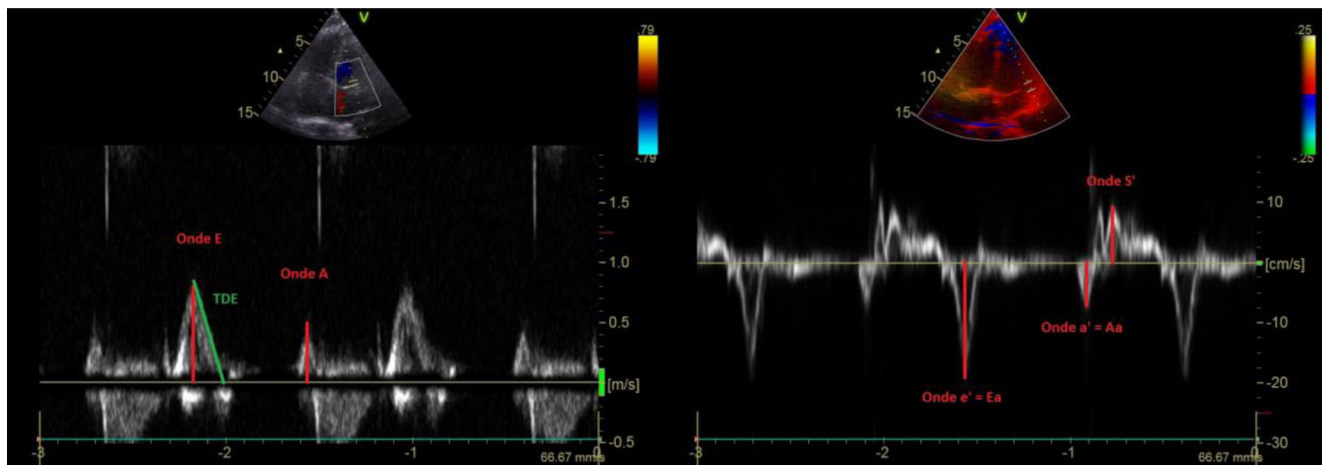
(*gauche*) Doppler pulsé de la valve mitrale montrant les pics de vitesses pendant la phase précoce de la diastole (E) et la contraction auriculaire (A), temps de décélération de l'onde E (ou TDE) ; (*droite*) Doppler pulsé tissulaire mesuré au niveau de la paroi latérale de l'anneau mitral montrant l'onde $e' = Ea$, $a' = Aa$ et l'onde systolique S'
